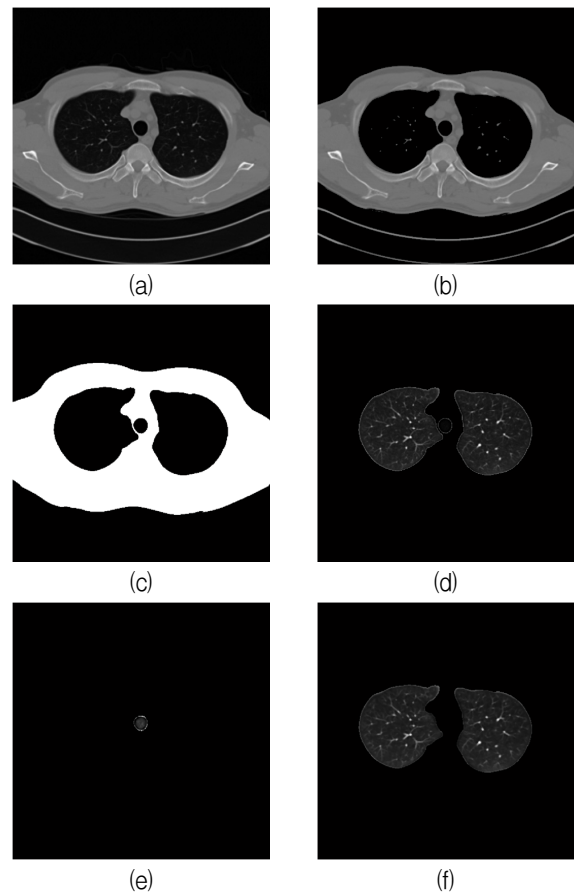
흉부 CT 영상의 폐 구조물 분할 영상: (a) 원본 영상, (b) Otsu 임계값 적용 영상, (c) 2차원 영역 성장법을 사용한 이진 영상, (d) (a)와 (c)의 영상 감산 결과, (e) 기관지 영상, (f) 폐 영상
